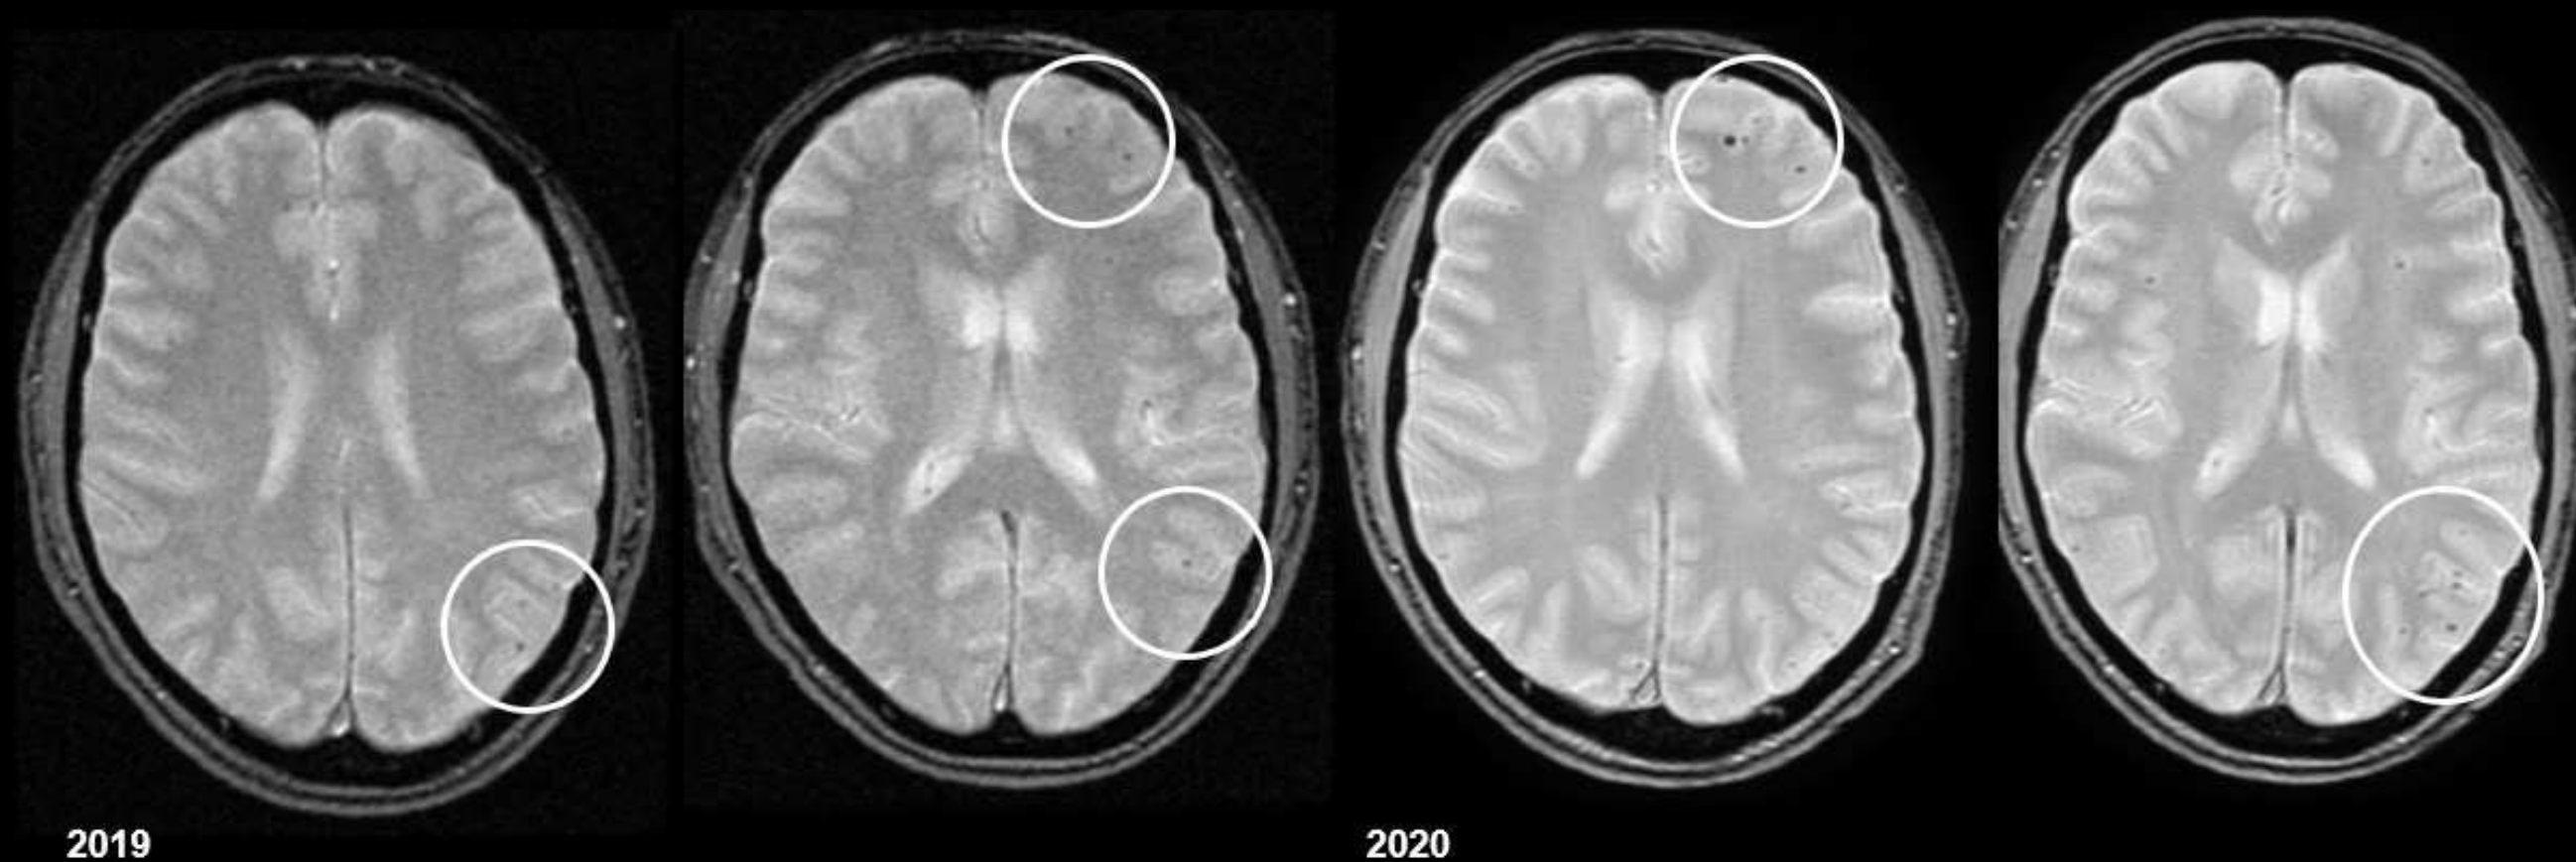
Imágenes axiales de RM ponderadas en susceptibilidad magnética (T2*) correspondientes a 2019 y 2020, en un paciente en tratamiento con metotrexato. Las imágenes de 2019 muestran focos puntiformes hipointensos en los lóbulos frontal y parietal izquierdos, compatibles con microhemorragias cerebrales (círculos blancos). Las imágenes de 2020 demuestran un aumento tanto en el tamaño como en el número de las microhemorragias en las regiones frontal y parietal izquierdas (círculos blancos).
